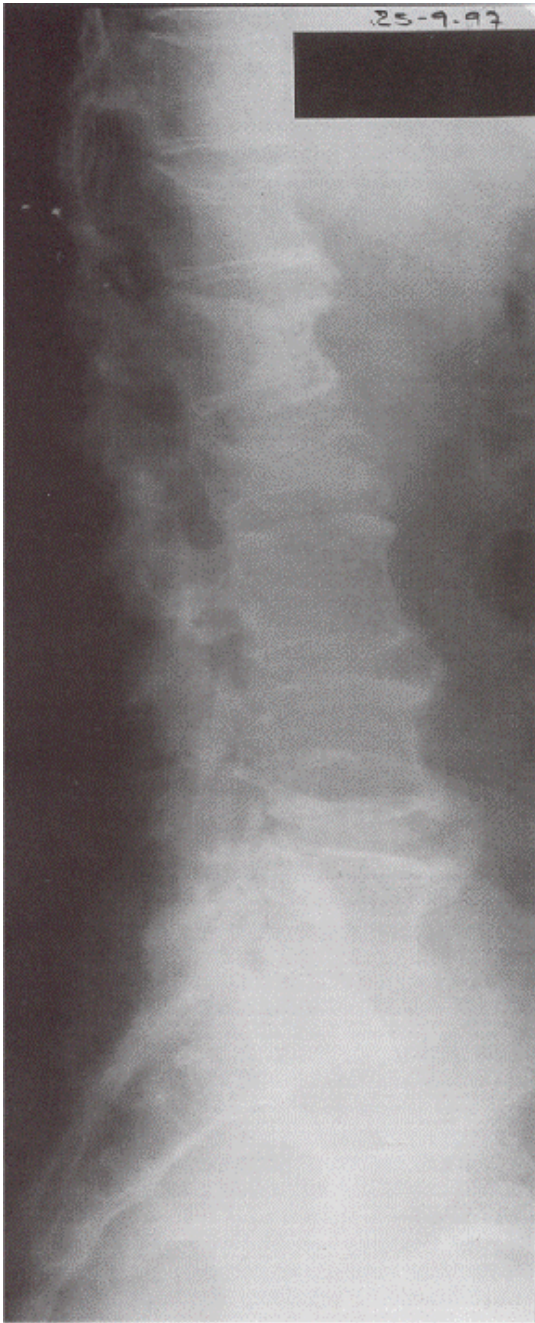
Mieloma múltiplo e SIDA (um caso clínico) – Radiografia da coluna dorso-lombo-sagrada em 1997: fracturas de D12 a L1.
